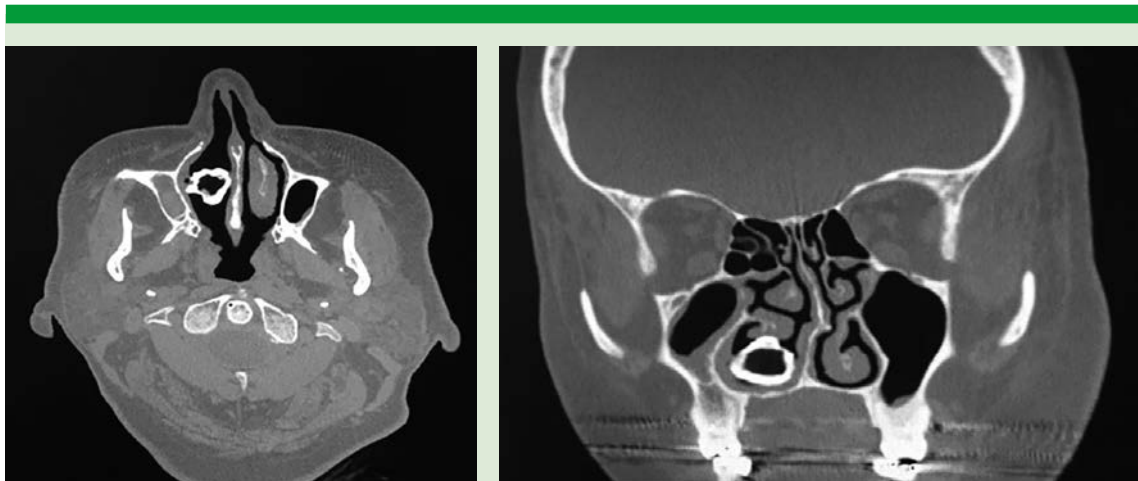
Tomografía computada de nariz y senos paranasales, corte axial, fase simple. Se observa imagen redondeada en el piso de la fosa nasal derecha que desplaza el tabique nasal a la izquierda y al cornete inferior.
